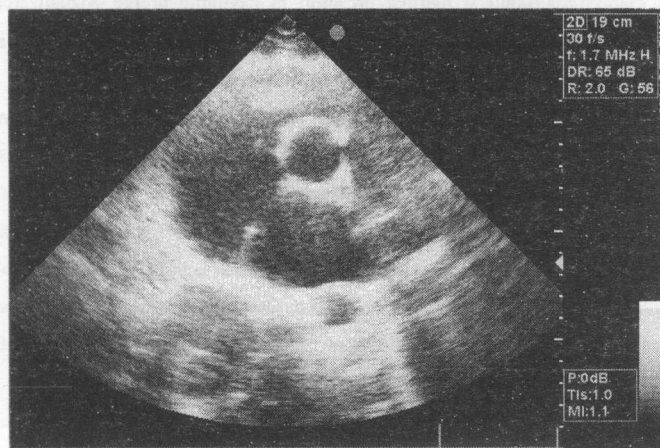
Defect septal atrial „ostium secundum” inferior. Secțiunea parasternală transversală.
